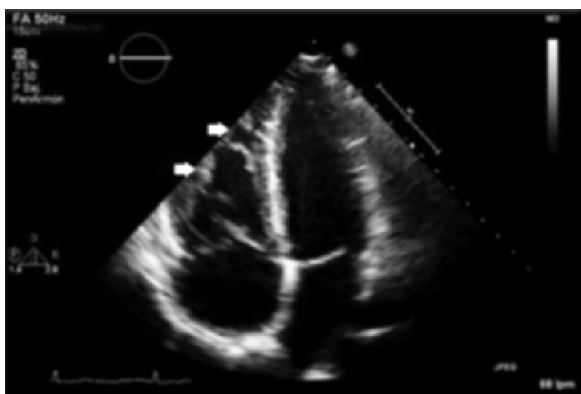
Imagen de ecocardiografía transtorácica, proyección de cuatro cámaras, en la cual se observa la marcada trabeculación del ventrículo derecho (flechas blancas). Imagen obtenida en el servicio de ecocardiografía del Hospital General de Medellín.
